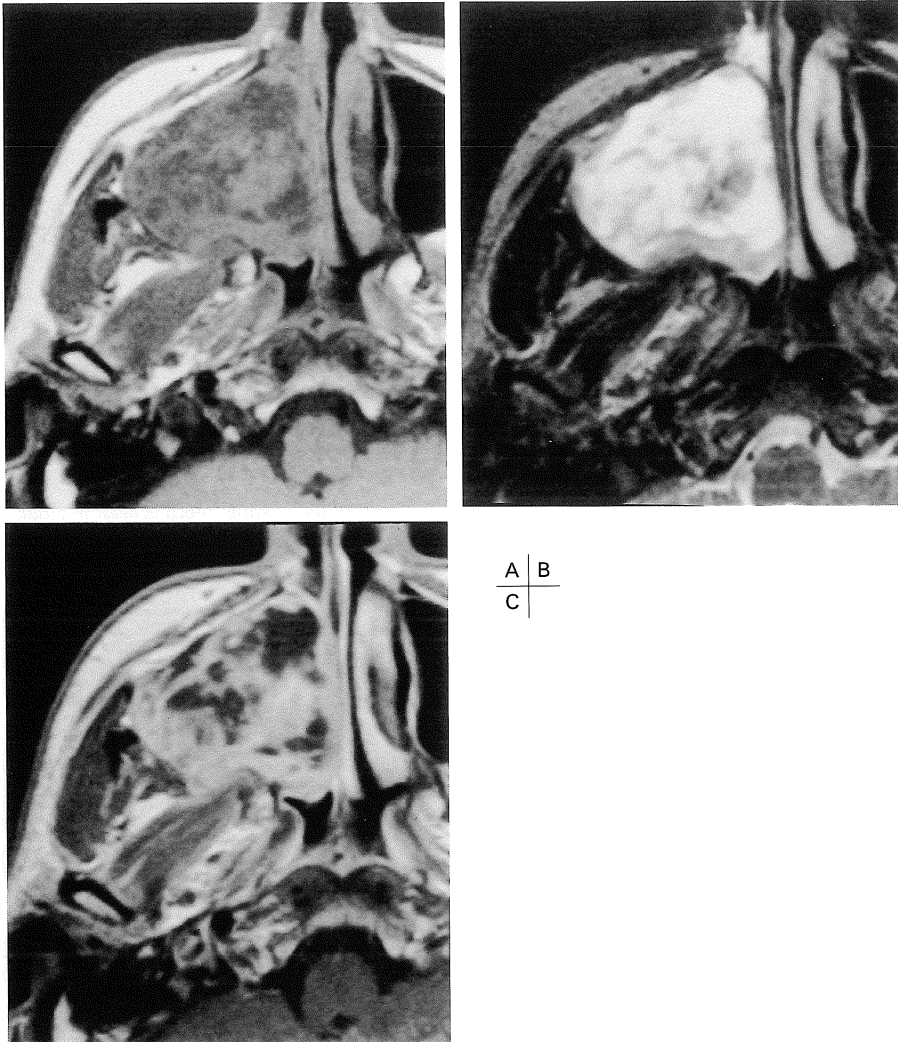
Case 1. MR images of sinusal cavities. T₁-weighted transverse images (A). The lesion presents as an intermediate signal intensity mass with internal inhomogeneity. T₂-weighted transverse images (B). The lesion is represented by an extremely high intensity mass. Low-intensity septation-like structures are seen in the lesion. T₁-weighted transverse images after intravenous administration of Gadolinium-DTPA (C). The lesion consists of intensely-enhanced solid areas and non-enhanced cystic areas.
